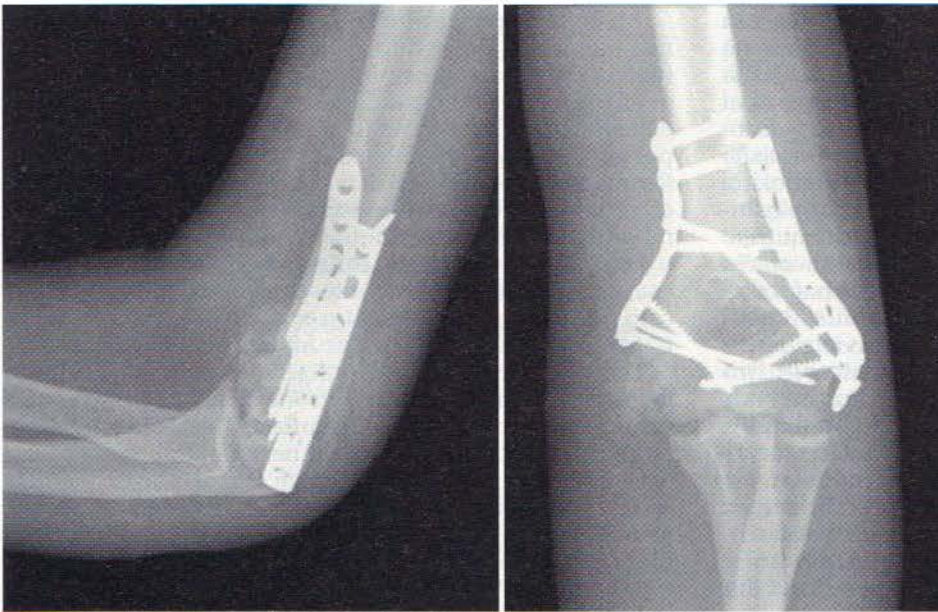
Un exemplu de osificare heterotopică la pacienții ce au suferit o leziune cerebrală traumatică. Filmele radiografice antero-posterior și lateral arată formarea de os ectopic la nivelul cotului unui pacient după repararea fracturii.
